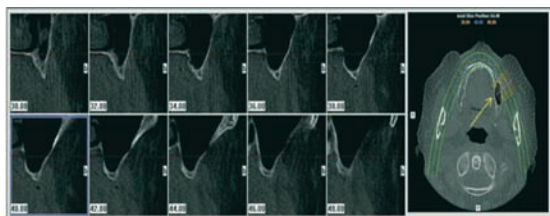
3-D Accuitemo CBCT® (J. Morita MFG. Corp., Osaka, Japan).
